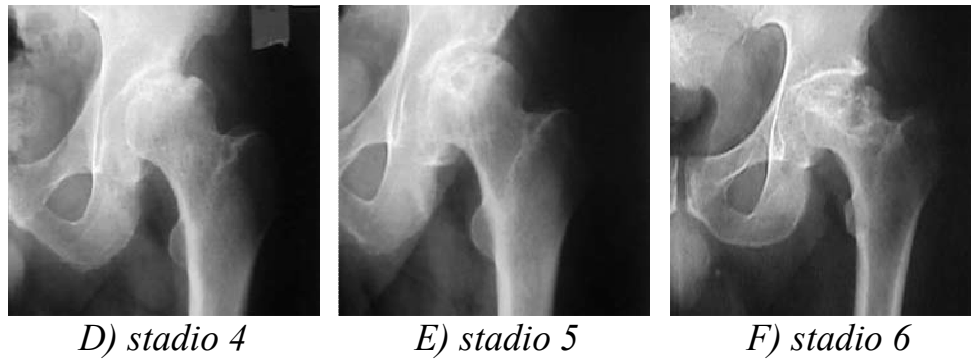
(A-F) Quadro radiografico degli stadi di osteonecrosi sec Steinberg
